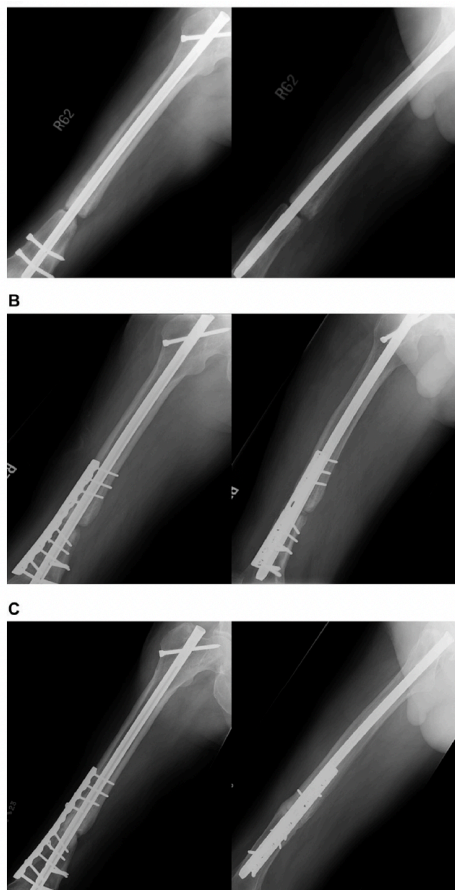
Radiografías de un paciente con no unión de fémur y su tratamiento.
